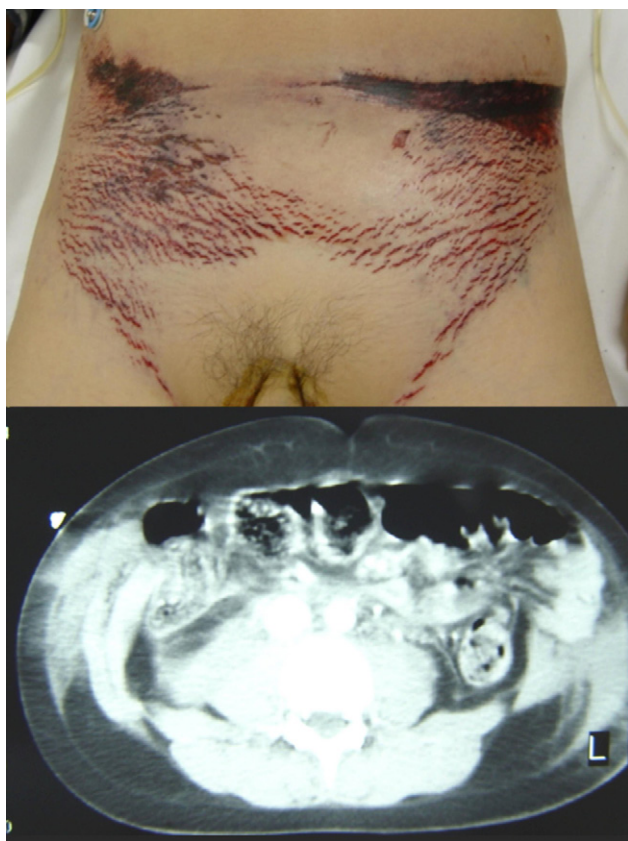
La equimosis infraumbilical causada por el cinturón de seguridad durante la desaceleración se corresponde, en la TAC abdominal, con una dehiscencia de rectos anteriores, eventración del contenido intestinal en ese área y un gran hematoma en las paredes laterales del abdomen.
